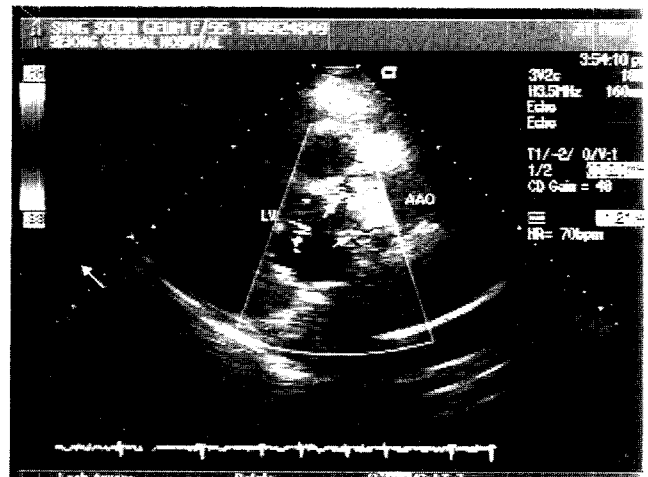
Transthoracic echocardiogram on the postoperative 8 months shows no paravalvular leakage or evidence of recurrent prosthetic valve endocarditis. AAO, ascending aorta; LV, left ventricle
